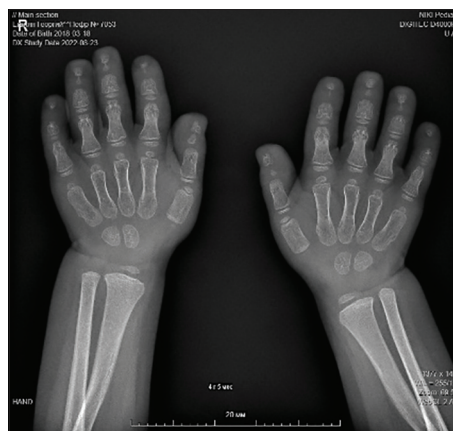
Рентгенография кистей рук ребенка Е.Г. в возрасте 4 лет
